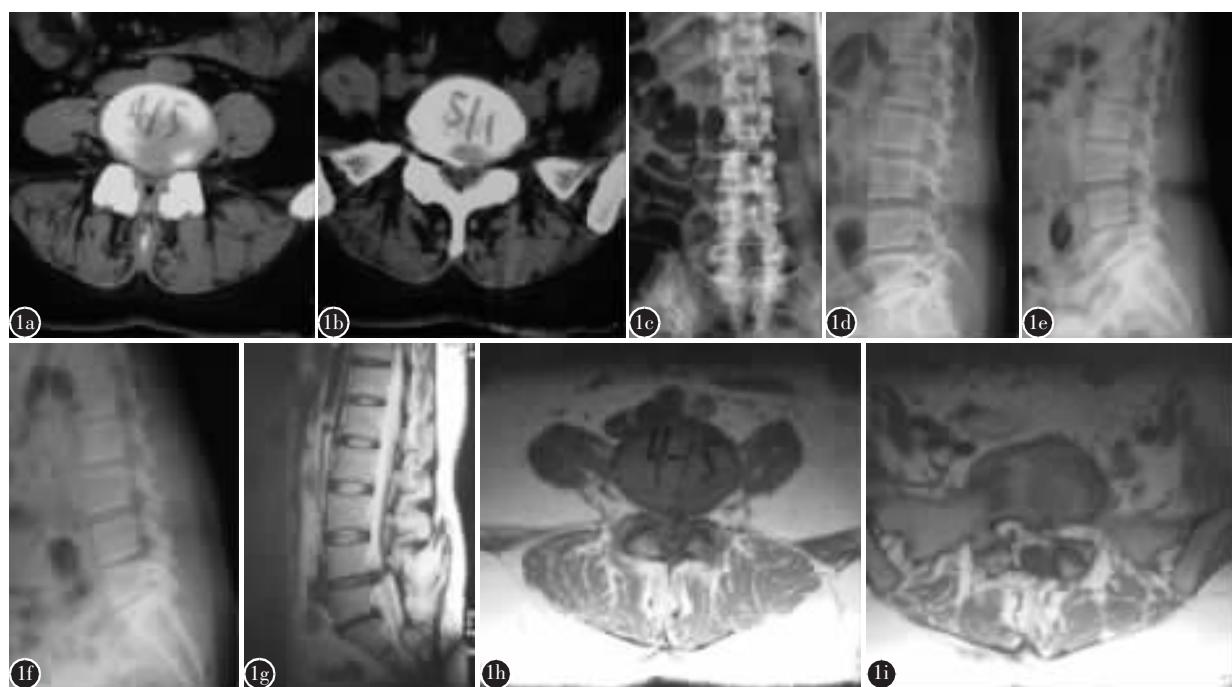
患者女性，46 岁 a、b 第一次术前 CT 示 L4/5、L5/S1 椎间盘向左侧突出 c、d 术后 5 年腰椎正侧位 X 线片示 L5 全椎板、L4 部分椎板及棘突缺如，L4/5 椎间隙和 L5/S1 椎间隙重度狭窄 e、f 腰椎过伸、过屈动力位 X 线片示 L4/5 节段失稳 g、h、i 腰椎 MRI 示 L4/5 椎间盘向右侧(同节段对侧)脱出，L5/S1 椎间盘向左侧(同侧)突出
